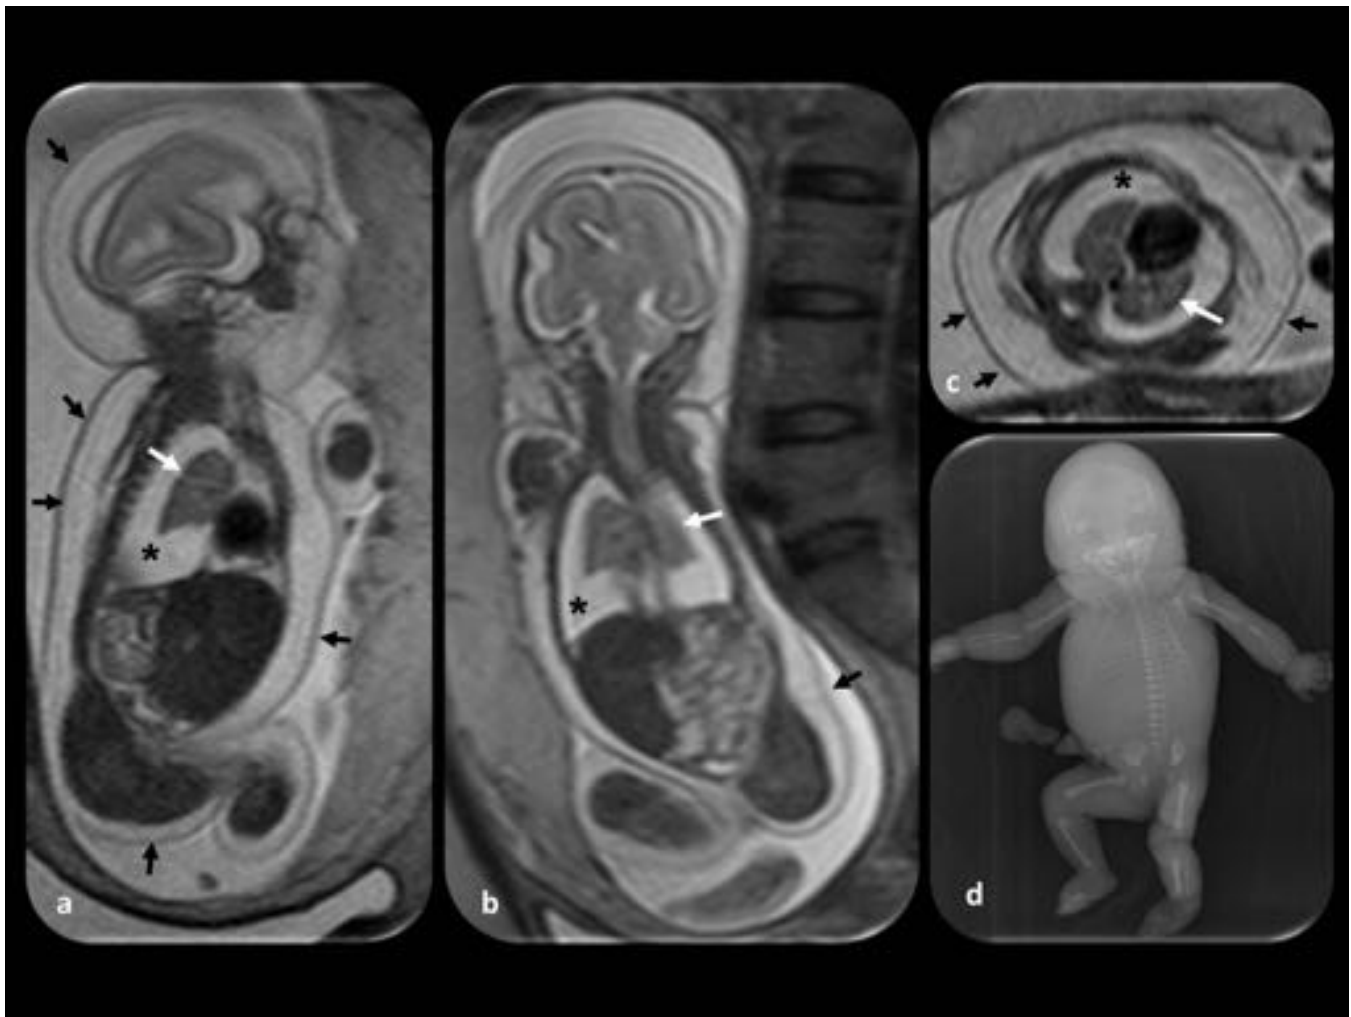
Hidrotórax en el contexto de hídrops fetal. Feto de 21 semanas de gestación. (a, b y c) Imágenes RM fetal coronales y axial. Se observa una gran cantidad de líquido pleural (asteriscos) y los pulmones son hipoplásicos (flechas blancas). La ascitis y el edema de los tejidos blandos (flechas negras) están presentes. (d) La radiografía fetal muestra edema significativo de los tejidos blandos.
